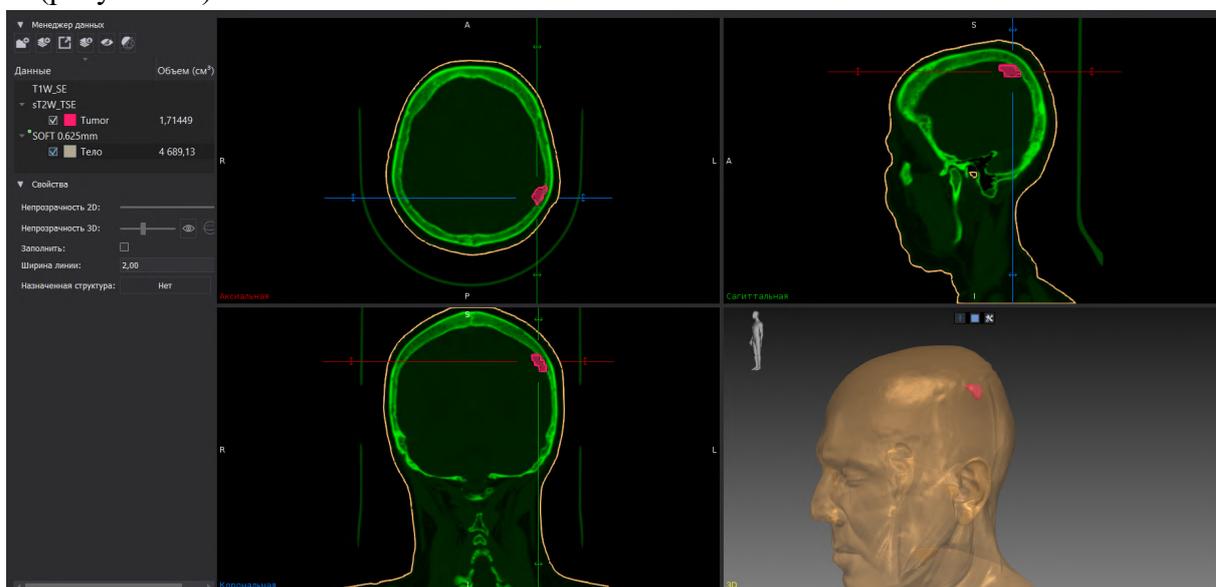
Отображение трехмерной модели на основе совмещенных КТ и МРТ снимков
